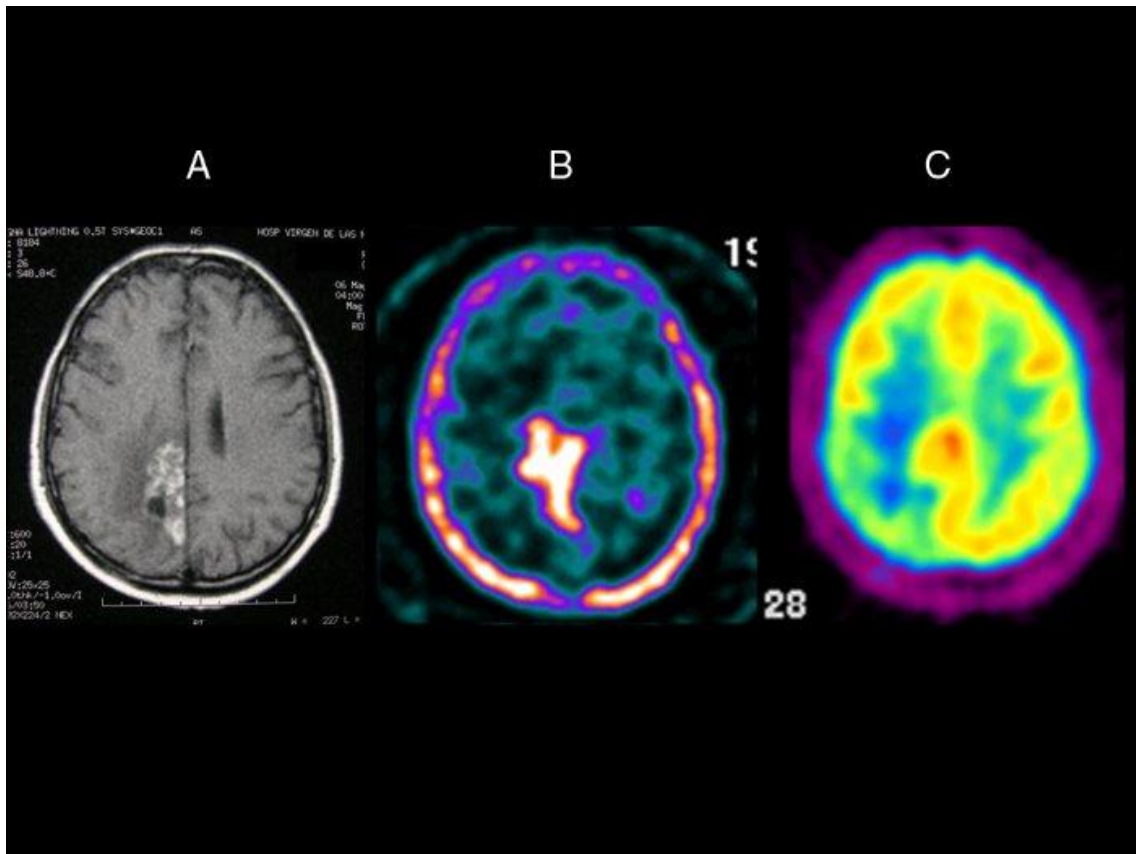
(A): RM. (B): SPECT con  $^{201}\text{Tl}$ . (C): PET con  $^{18}\text{F}$ FDG
